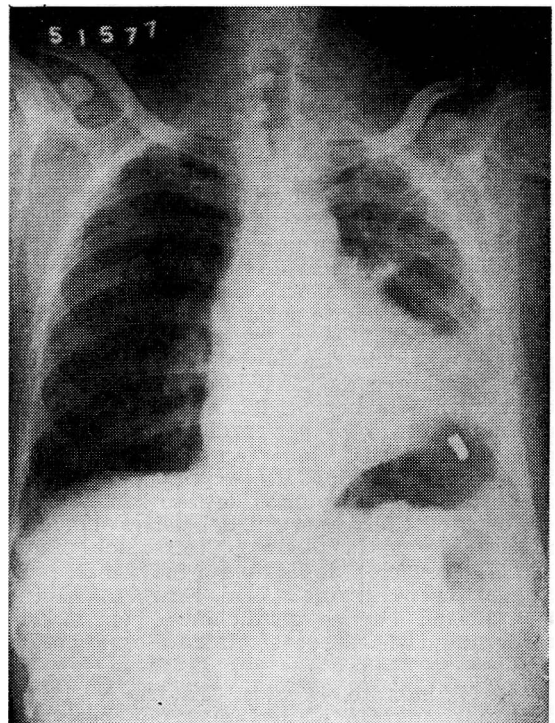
Radiografía de tórax de R. C. G. el día del alta.
